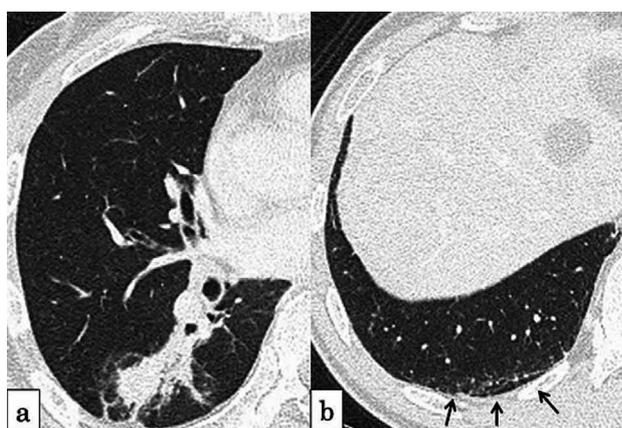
Chest CT showing a tumor in the right S6 (a) and a faint interstitial shadow in the peripheral portion of the right lower lobe (arrows) (b).
